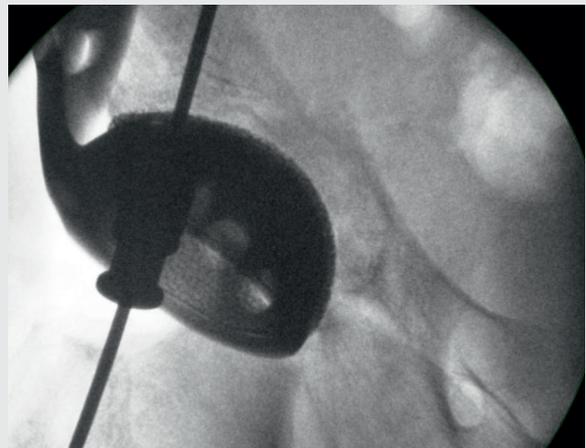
Intraoperative Röntgenkontrolle des K-Drahts
